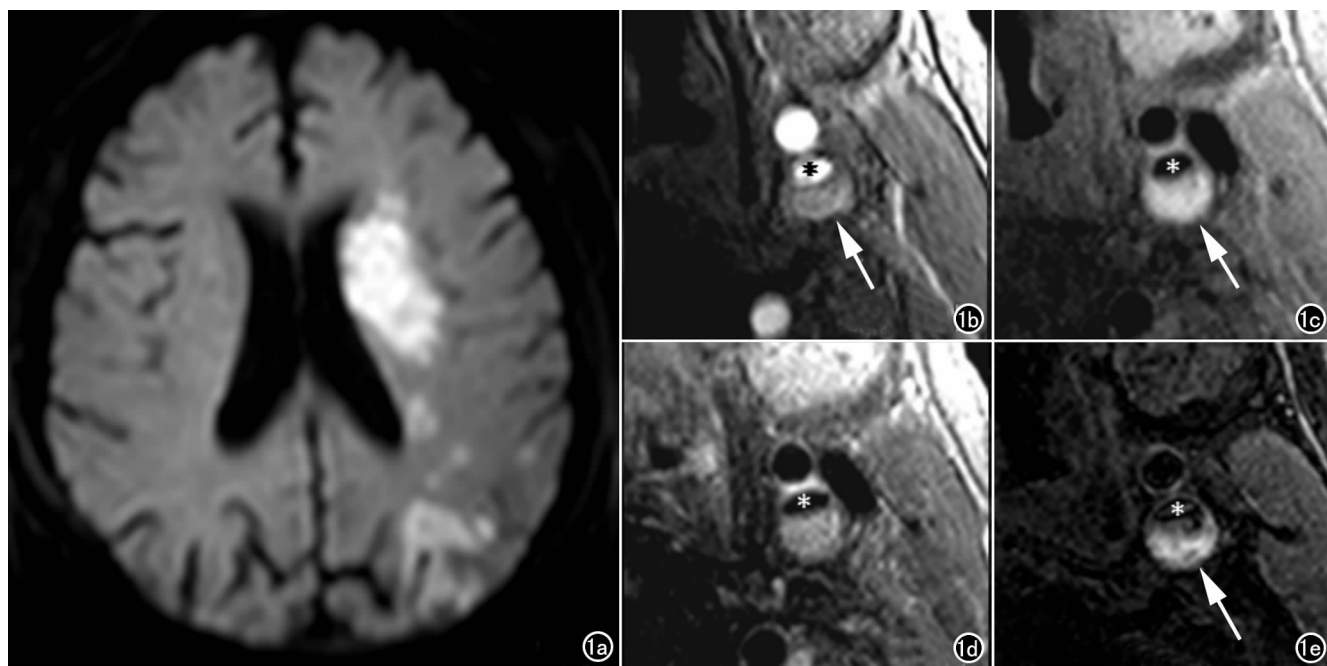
男, 72 岁, 右侧肢体瘫、口角歪斜 4d 入院。a) 左侧脑室旁及枕叶急性脑梗死表现为 DWI 多发高信号影。左侧颈内动脉显著斑块形成致管腔狭窄 (星), 斑块内出血均为高信号 (箭); b) TOF 图; c) T_1 WI; d) T_2 WI; e) MP-RAGE。
